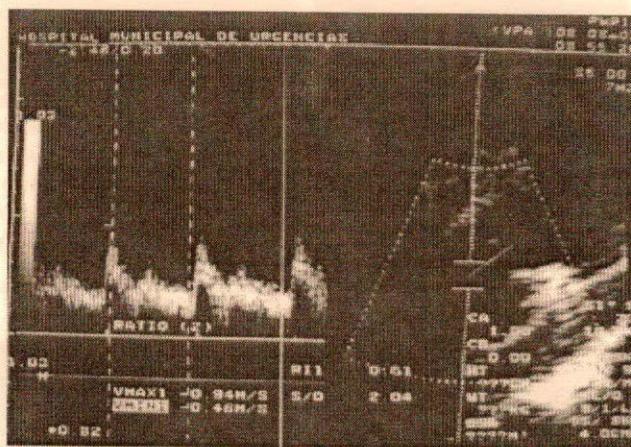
Ecodoppler que muestra permeabilidad sin alteraciones del flujo carotídeo.
